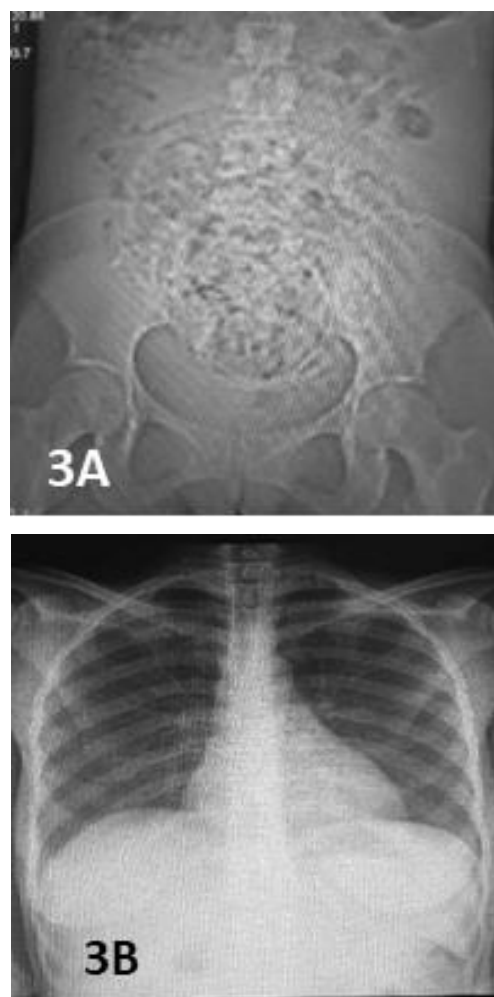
Images radiographiques. A- Radiographie de l'abdomen sans préparation montrant une opacité avec des calcifications arciformes et des bulles d'air. B- Radiographie thoracique de face normale
